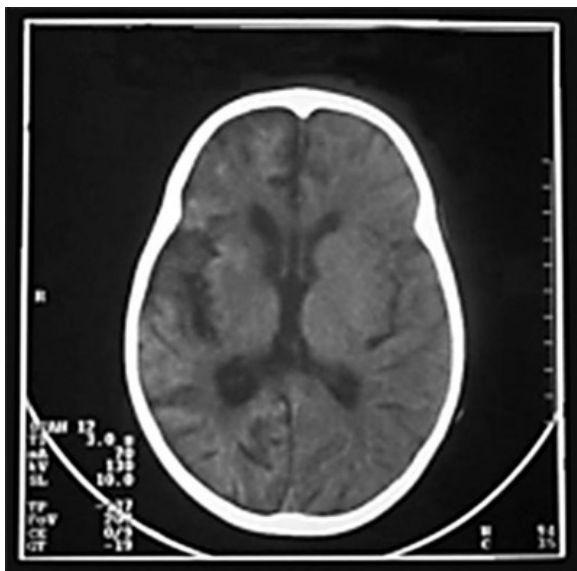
TC Lesão hipodensa na região parieto-occipital direita
